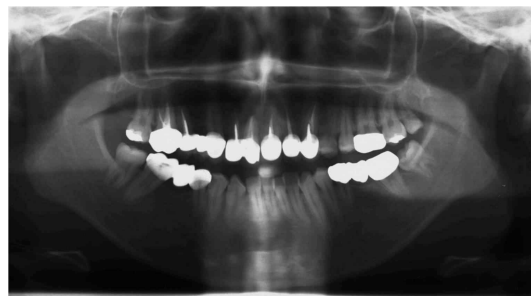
Panoramic radiographs. Multiple caries, incomplete canal filling, and periapical lesion.
